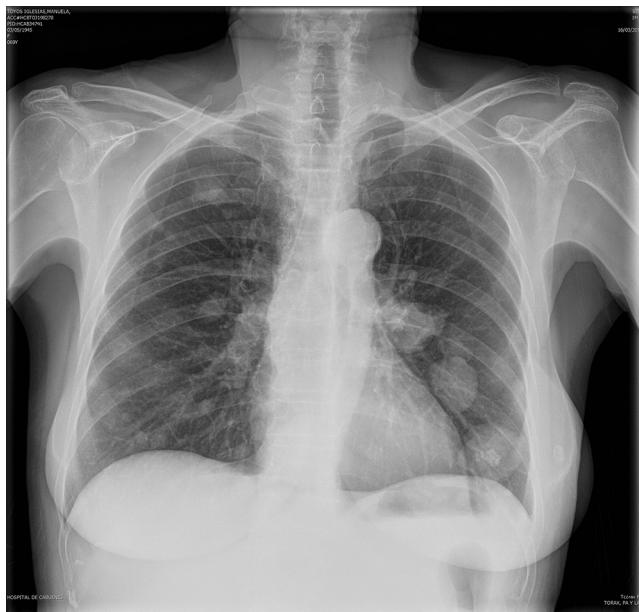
Radiografía de tórax AP y lateral.
